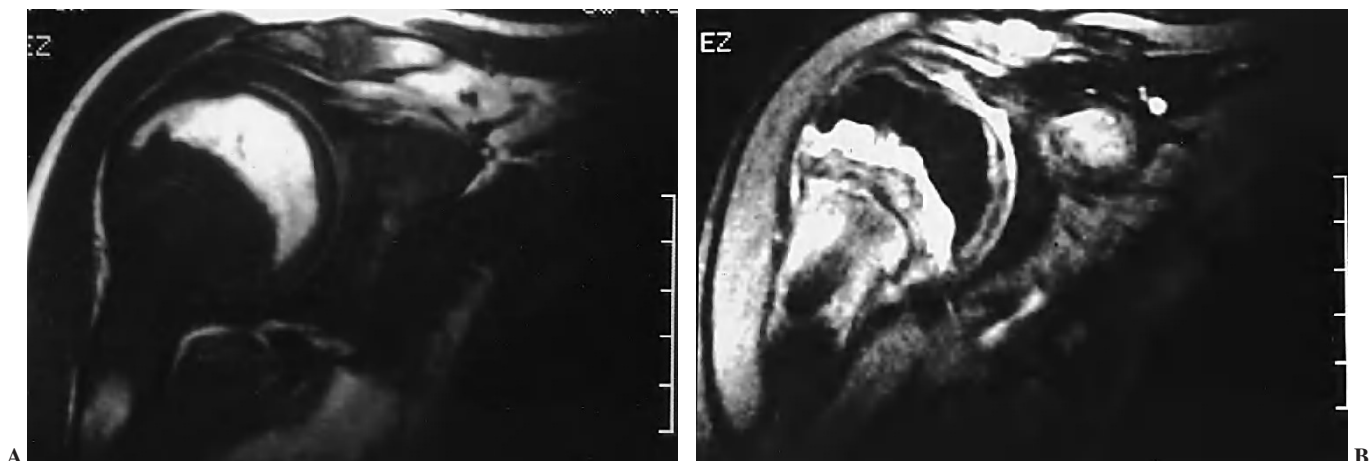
Resonancia magnética del hombro. A) Secuencia coronal potenciada en espín-eco T1 (TR:400/TE:20): alteración de la forma e hipointensidad de la señal ósea en la metáfisis humeral proximal. B) Secuencia coronal potenciada en eco gradiente T2 (TR:400/TE:20/20°): hiperintensidad de la señal ósea en la metáfisis humeral proximal.
